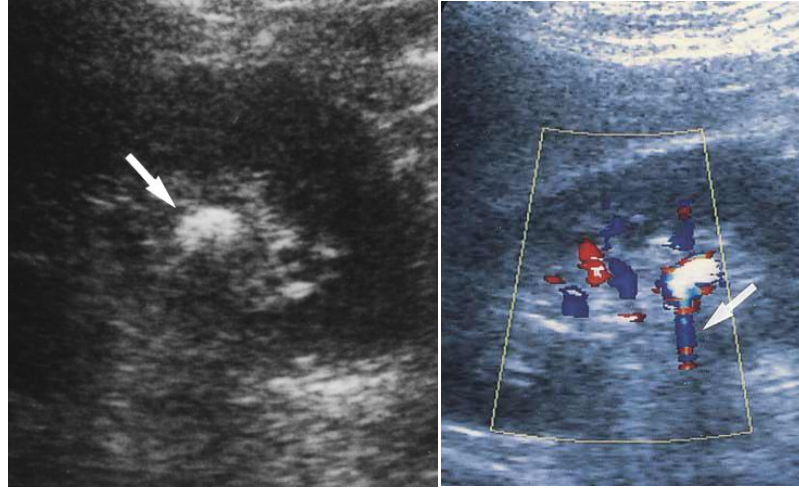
US'da böbrek taşı ve Renkli Doppler US'da Grade 0 TA (84)
